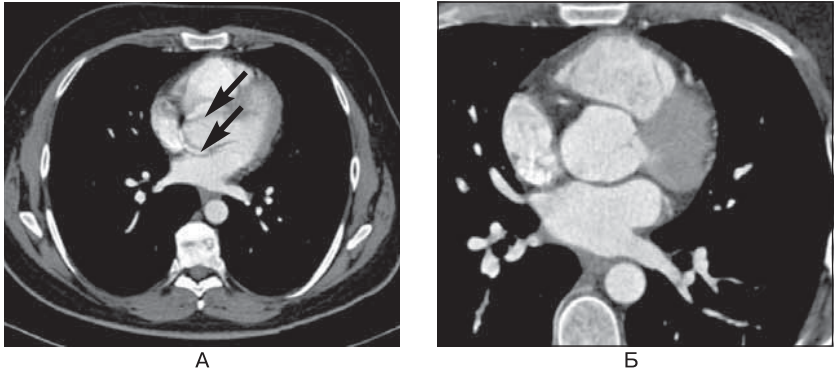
Расслоение аорты: диагностические ловушки. Представлена КТ 52-летнего мужчины с подозрением на расслоение аорты. (А) Первоначальная КТ, выполненная без синхронизации с ЭКГ, выявила представляющий диагностическую проблему линейный артефакт в области корня аорты. (Б) На повторной КТ, синхронизированной с ЭКГ, артефакт не визуализируется. Корень аорты нормальный.
